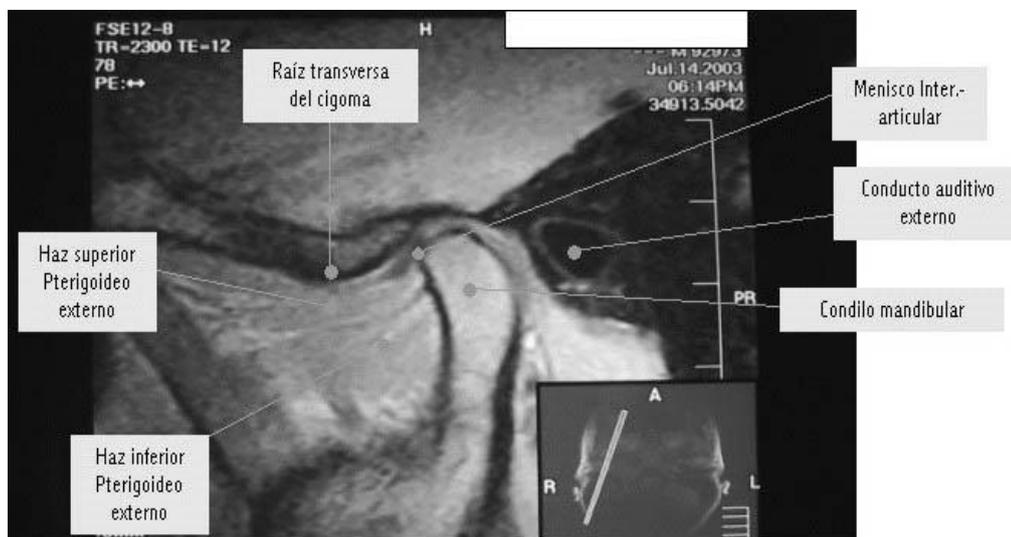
Imagen por resonancia magnética de la ATM, donde se señalan las diferentes estructuras anatómicas que están relacionadas a ella. Tomado Argoitia y Learreta, 2004.⁴⁸
